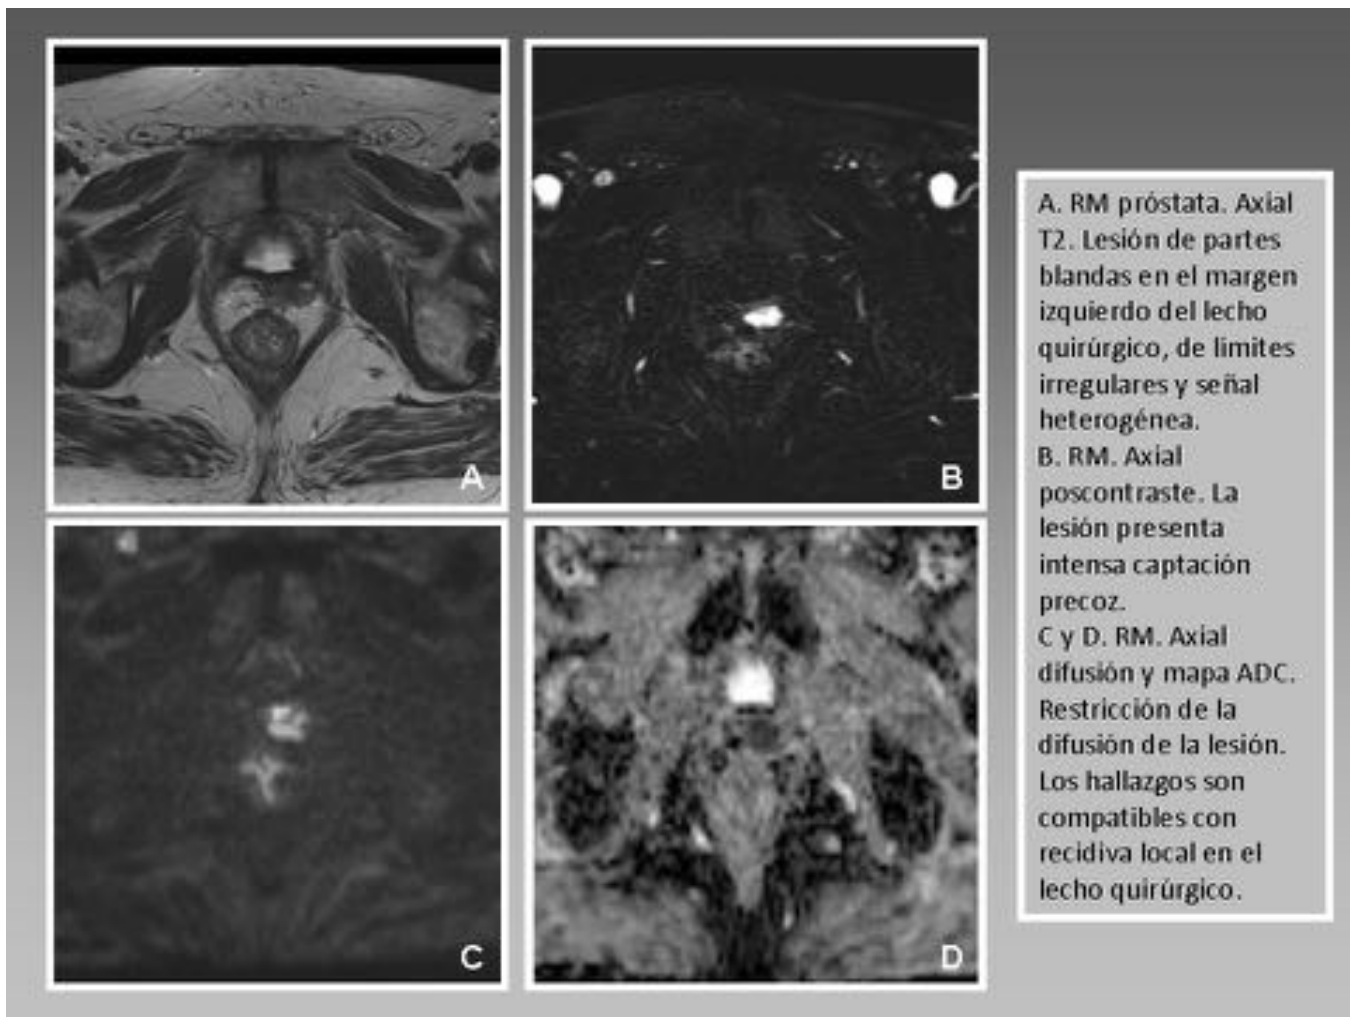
Recidiva local. Paciente de 67 años intervenido de neoplasia prostática de alto riesgo (pT3a, margen de resección positivo). Recidiva bioquímica a los 5 años. Sospecha de recidiva local por tacto rectal cuando el PSA es de 5.2 ng/mL. Se confirma la recidiva local con RM de próstata. Posterior tratamiento con radioterapia.
